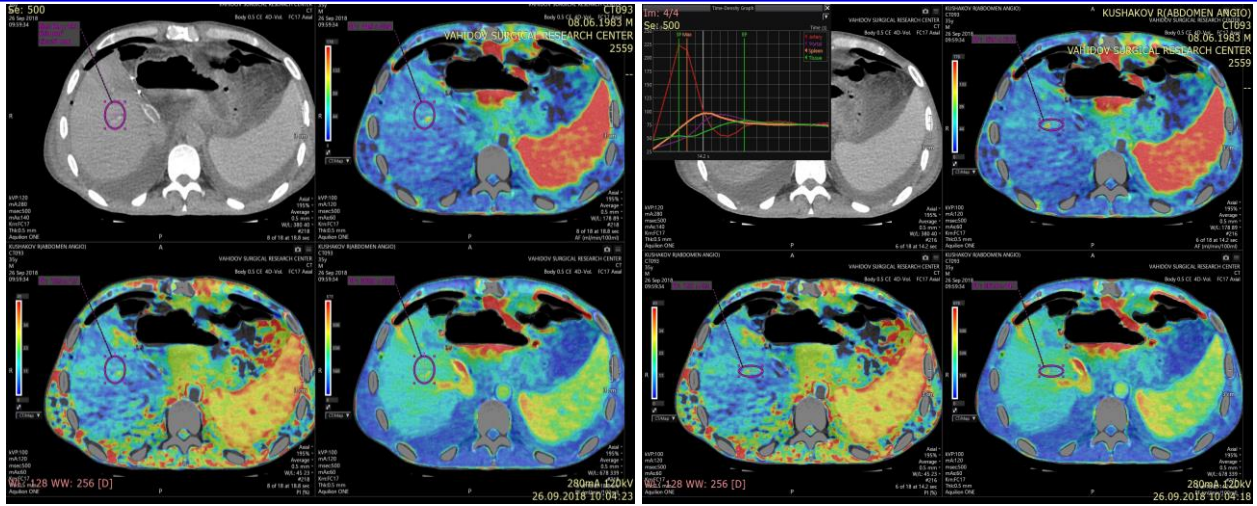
Тот же пациент К. (35 лет). Цифровые и цветные показатели перфузии печени на 3 сутки после трансплантации фрагмента печени.
